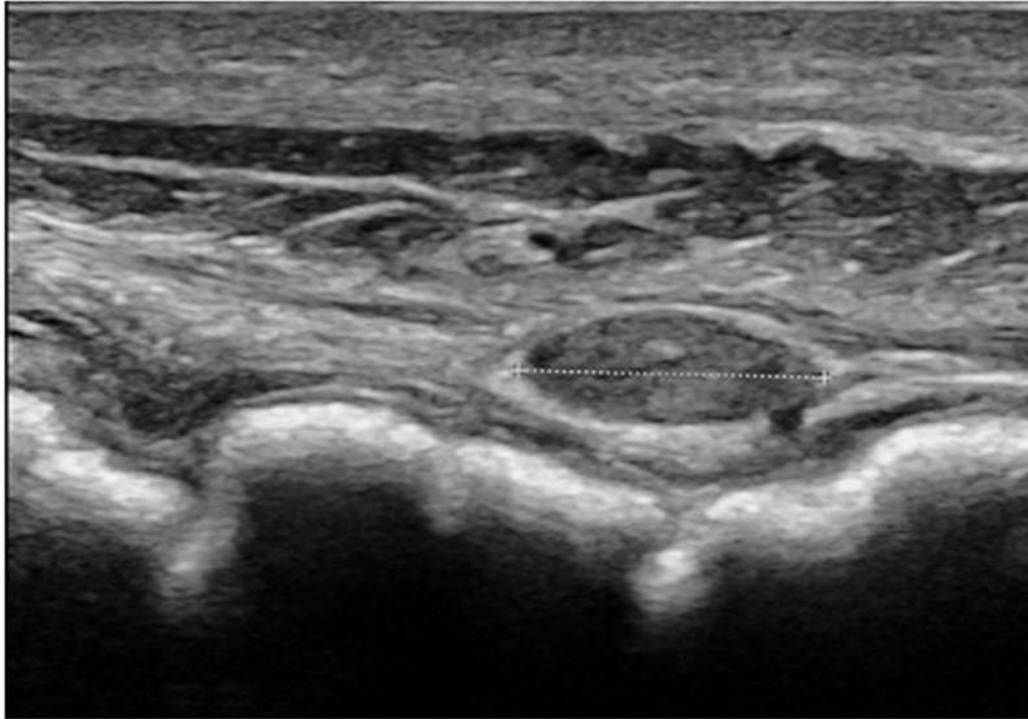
Nodule de carcinose infracentimétrique (calipers) au contact de la paroi colique droite découvert en échographie à l'aide d'une sonde haute fréquence chez une patiente aux antécédents de néoplasie colo-rectale.
